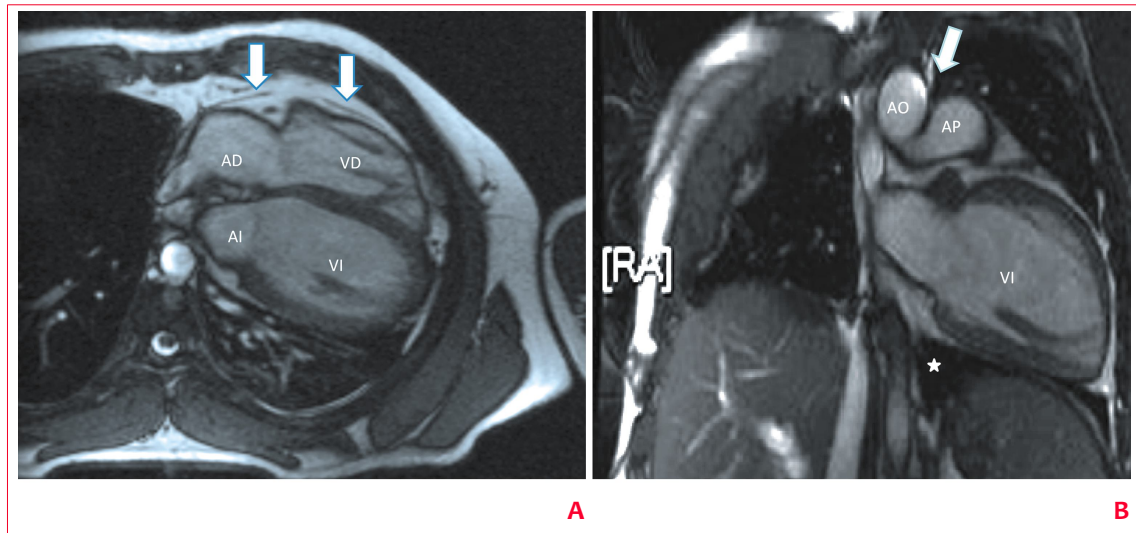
Resonancia magnética. (A) Corte transversal de cuatro cámaras. Se observa pericardio solamente delante del ventrículo derecho (flechas). El corazón tiene una levoposición extrema con la punta hacia atrás. (B) Corte coronal de dos cámaras. Se observa tejido pulmonar en el triángulo entre la cara inferior del ventrículo izquierdo, el diafragma y la aorta descendente (estrella) y también interponiéndose entre la aorta y la arteria pulmonar (flecha).
